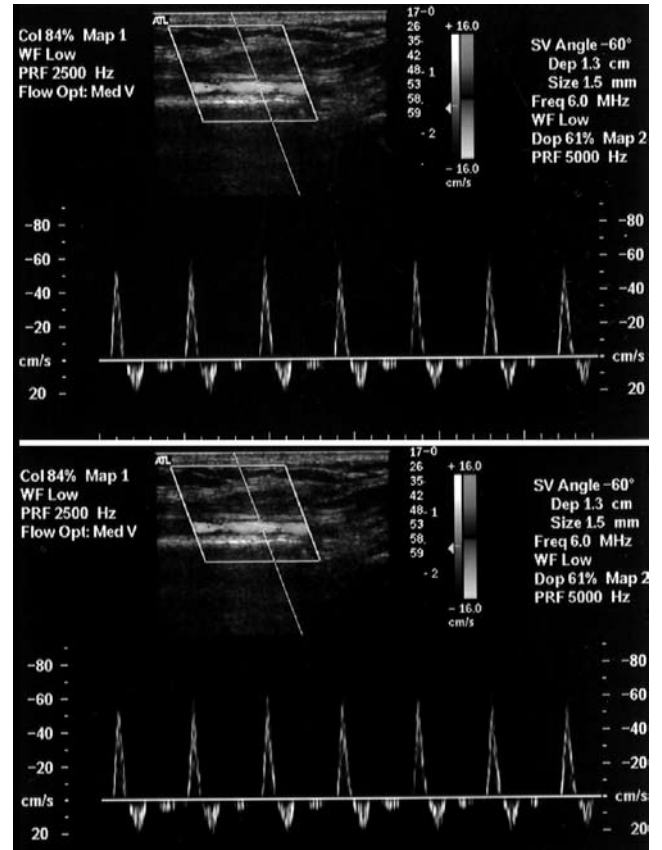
Piriformis enjeksiyonundan önceki arteriyel Doppler sonografisi.
